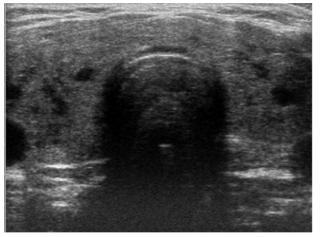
The thyroid ultrasonogram shows a slightly enlarged thyroid gland, without increased intrathyroidal vascularity.
